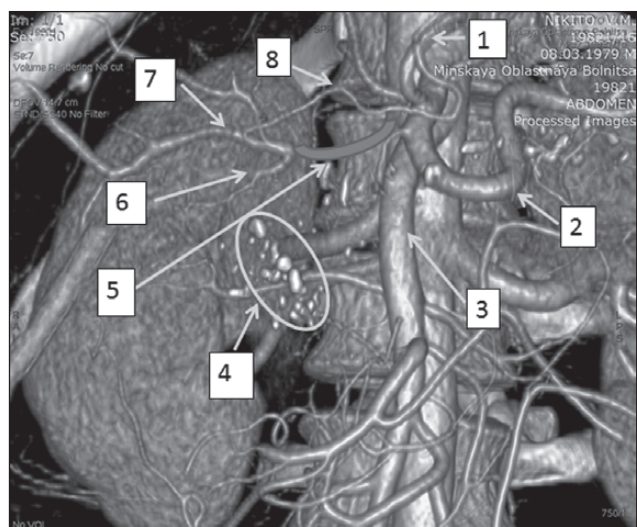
Артериальная реконструкция КТ-ангиографии после резекционно-дренирующей операции: 1 — левая желудочная артерия; 2 — селезеночная артерия; 3 — верхнебрыжеечная артерия; 4 — остаточные конкременты головки поджелудочной железы; 5 — неконтрастированный участок общей печеночной артерии; 6 — гастродуоденальная артерия; 7 — собственная печеночная артерия; 8 — дополнительная артерия из левой желудочной артерии
